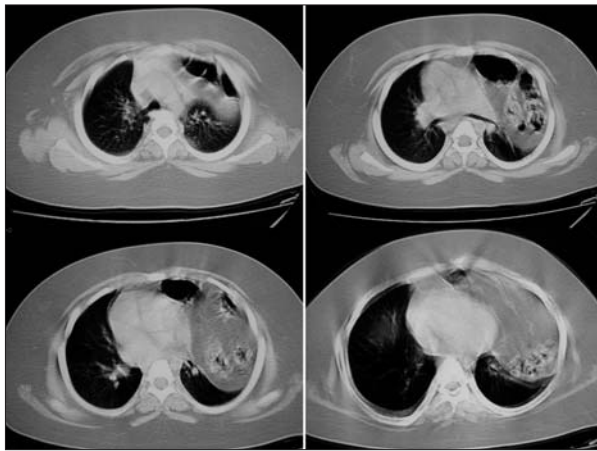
TC torácica. Ocupación del hemitórax por contenido intestinal en región anterior del tórax, que se extiende desde las bases pulmonares hasta el vértice pulmonar.
